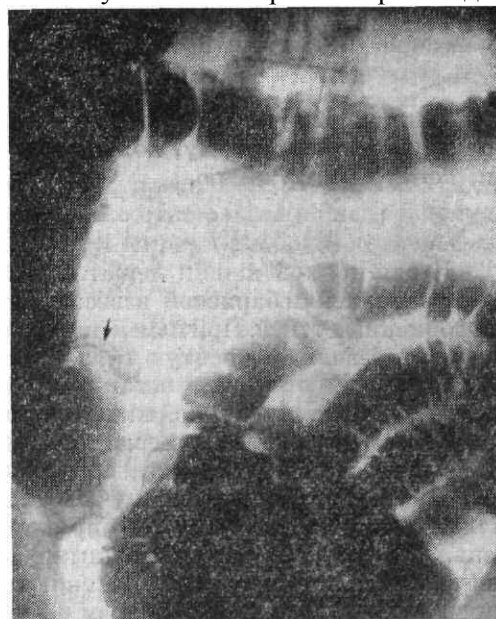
Рентгенограмма подвздошной и толстой кишки в прямой передней проекции при клизменном заполнении. Продольные складки слизистой оболочки терминальной петли подвздошной кишки обозначены стрелкой.
